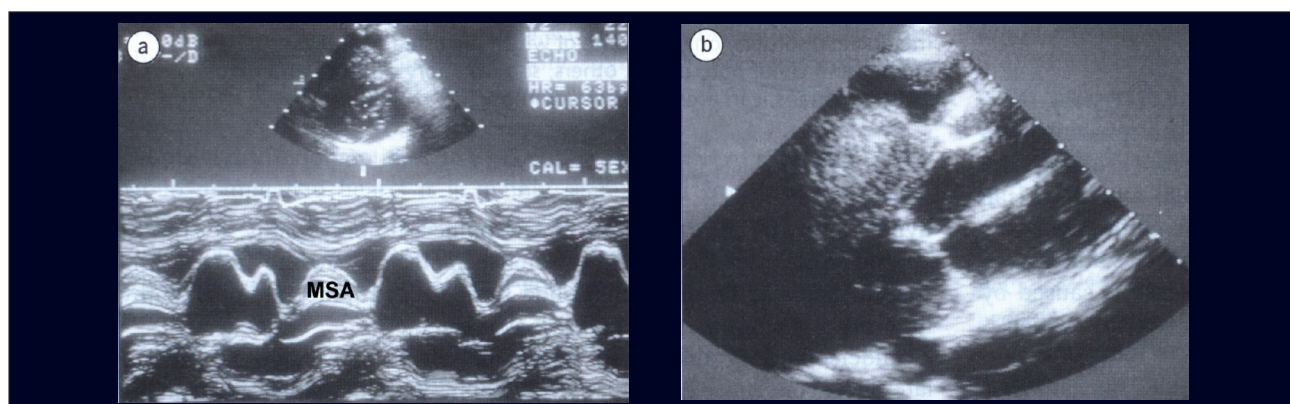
Ecocardiograma modo M (A) e bidimensional (B) mostrando movimento sistólico anterior da valva mitral.
